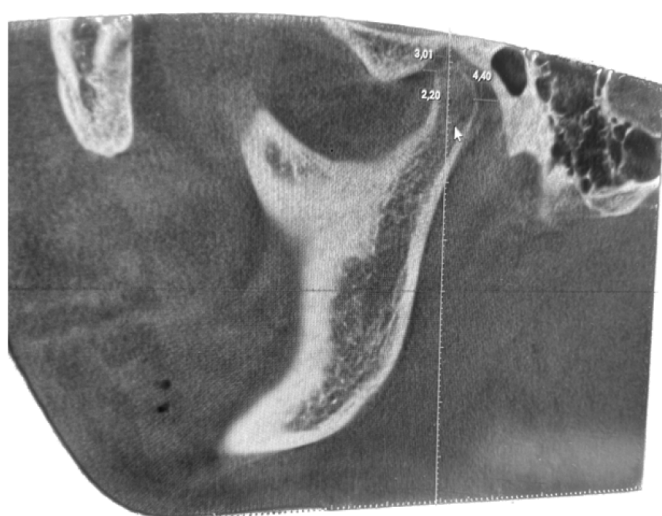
МСКТ ВНЧС в положении закрытый рот до окклюзионной терапии.
